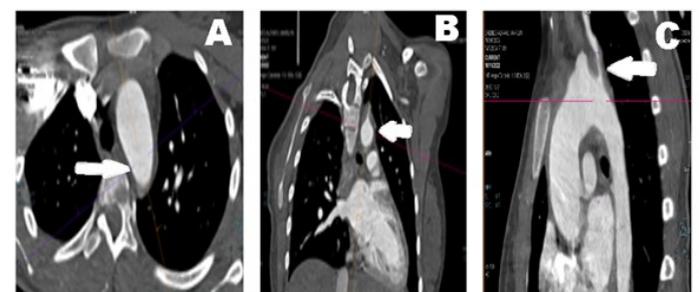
Angio-tomografía de vasos torácicos y de cuello mostrando: A y B se demuestra el engrosamiento aórtico secundario a aortitis con extensión de la inflamación hacia rama del cayado aórtico. C se observa disminución del calibre de la carótida común.
